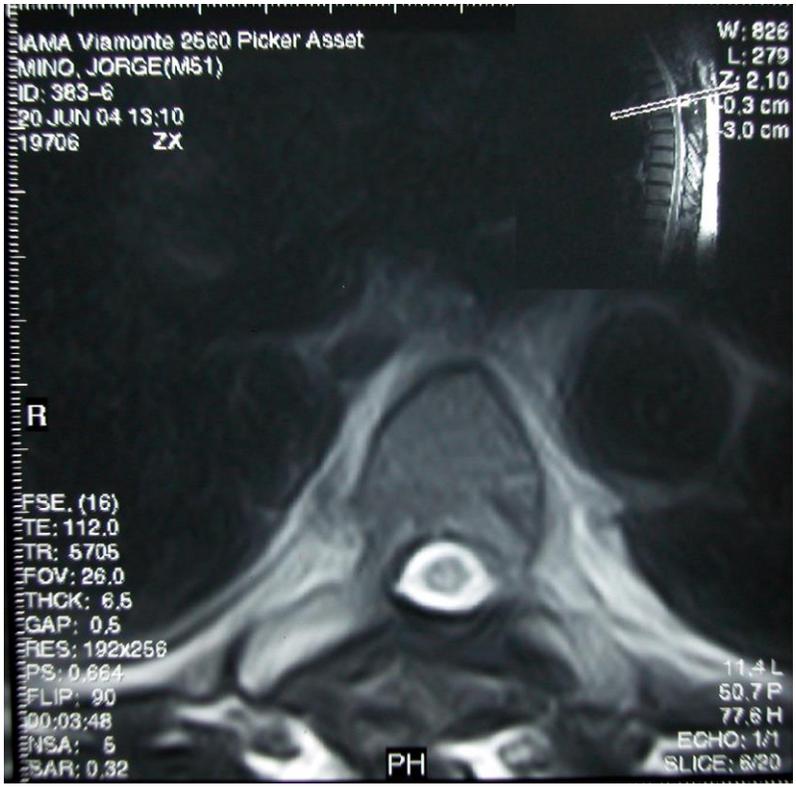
A y B. Caso 3. IRM postoperatoria T2 (sagital A y axial B). Se observa la desaparición del plexo venoso perimedular dilatado y la disminución de la señal de mielomalacia.
